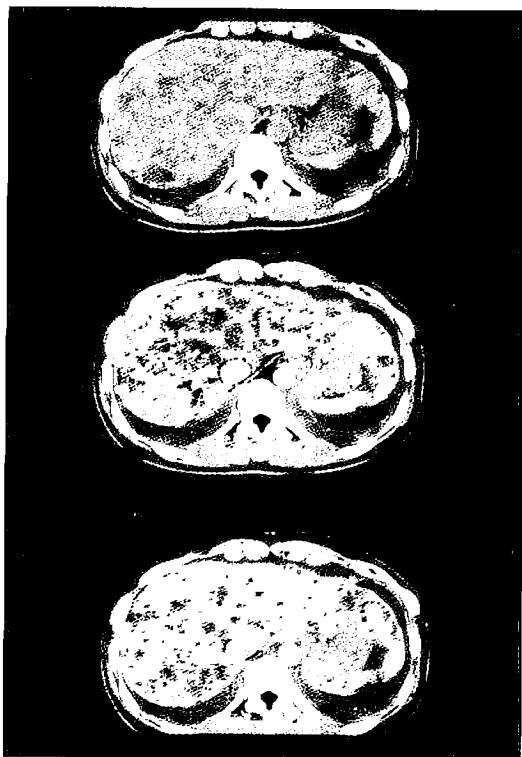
a.単純CT b.Dynamic CT 早い相 c.Dynamic CT 遅い相。単純で小さなlow density massが多数散在し一部融合して地図状である。造影の早い相で辺縁がisodensityに染まり境界が不明瞭化し、サイズがわずかに縮小してみえる。遅い相でisodensityがさらに広がり(fill in現象)、さらに縮小し数が減ってみえる。(low density → isodensity → isodensityのパターン)
